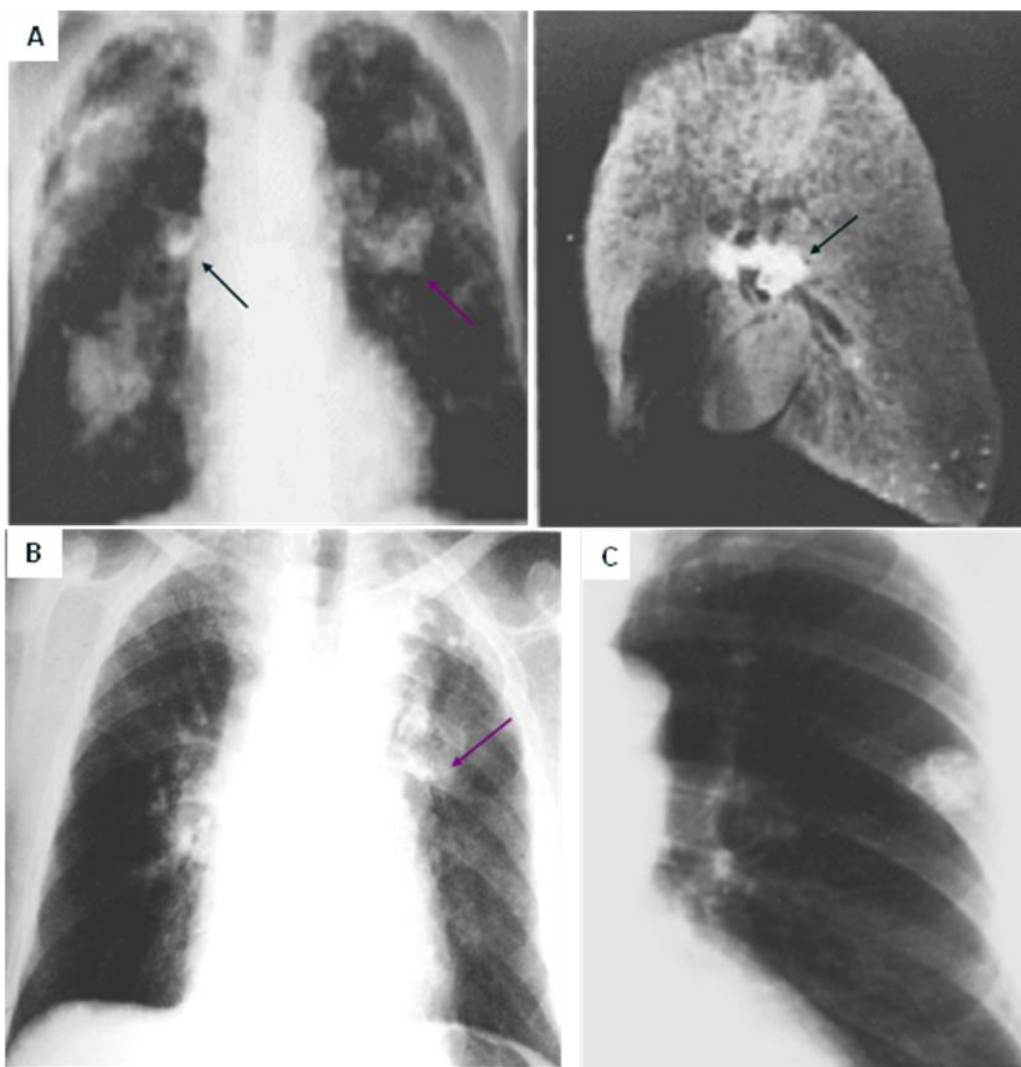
48. A. Radiografía frontal de tórax, paciente con silicosis, hay calcificaciones ganglionares en cáscara de huevo y múltiples zonas opacas (conglomerados silicóticos). La radiografía de la pieza de necropsia muestra las calcificaciones periféricas en cáscara de huevo. B. Ensanchamiento mediastinal difuso e irregular con adenopatías calcificadas en cáscara de huevo (flecha) en un paciente con mediastinitis fibrosa secundaria a silicosis. C. Hamartoma. Masa periférica bien delimitada con calcificaciones en “palomitas de maíz”.
